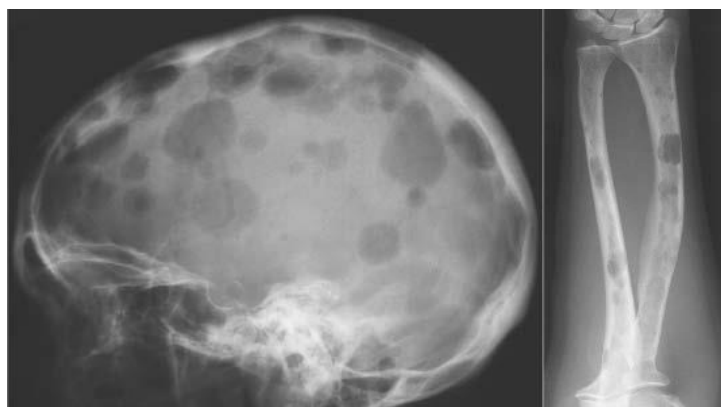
Radiographie standard
